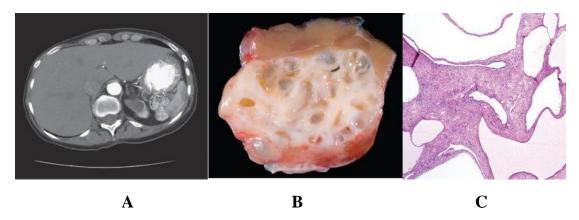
CT (hình A) và MRI (hình B) không giúp phân biệt với RCC hoặc bướu Wilms dạng nang. Hình C: các khoảng không gian trong nang được lót bởi biểu mô phẳng.
